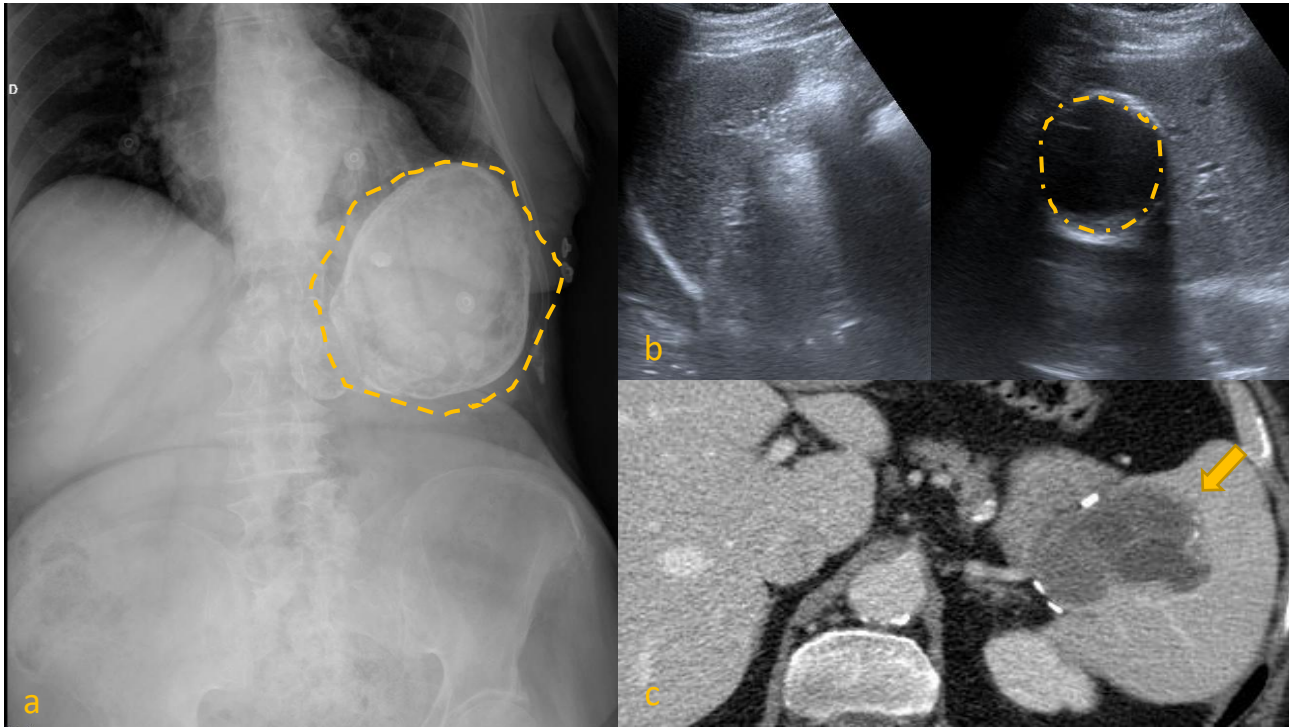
Quiste hidatídico esplénico con calcificaciones, en diferentes modalidades de imagen: radiografía (a), ecografía (b) y TC (c).
